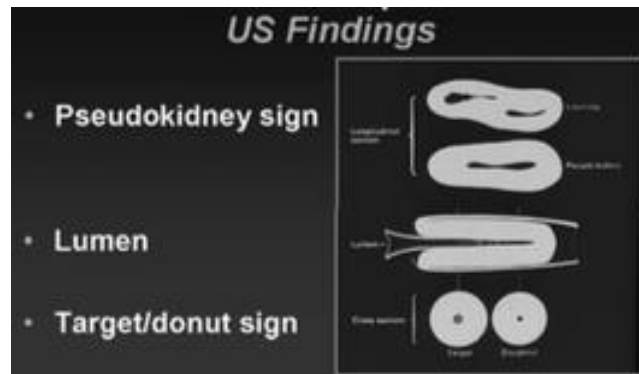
Hallazgos de ultrasonido
